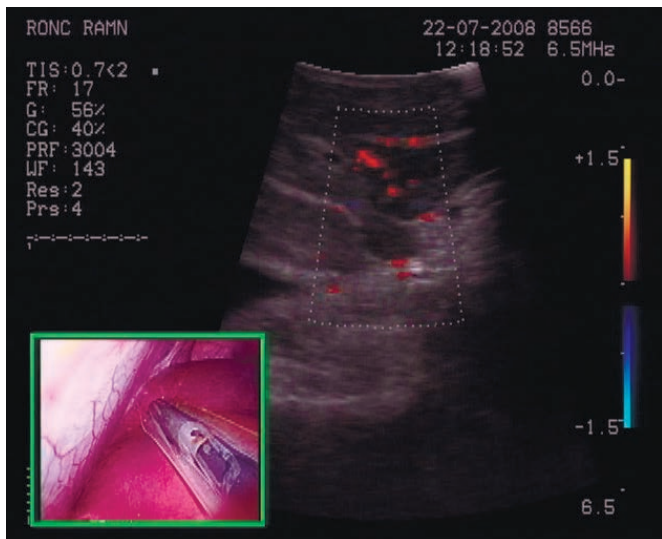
Интраоперационное УЗИ печени датчиком для лапароскопии
